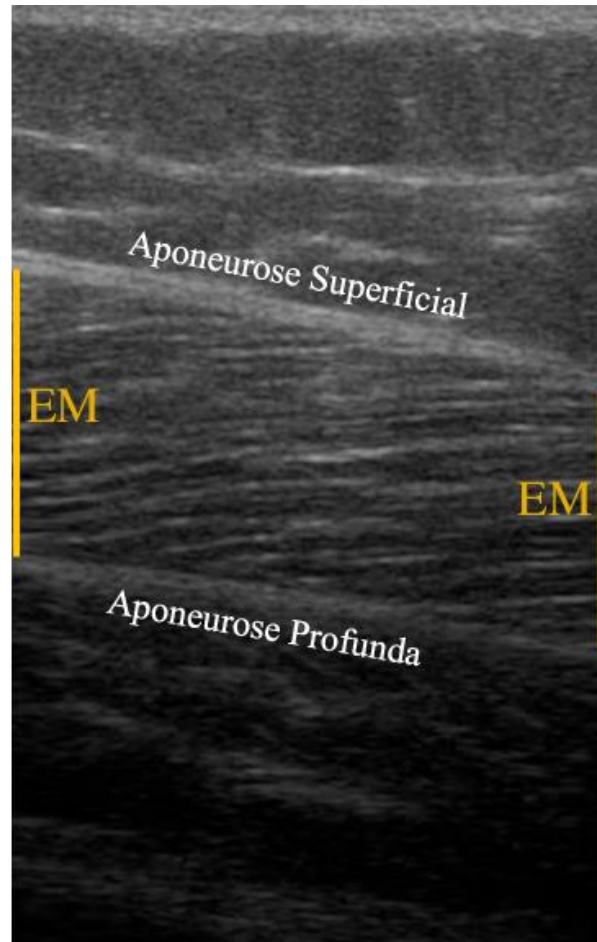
Imagem representativa da espessura muscular (EM) do vasto lateral obtidos por ultrassonografia.
